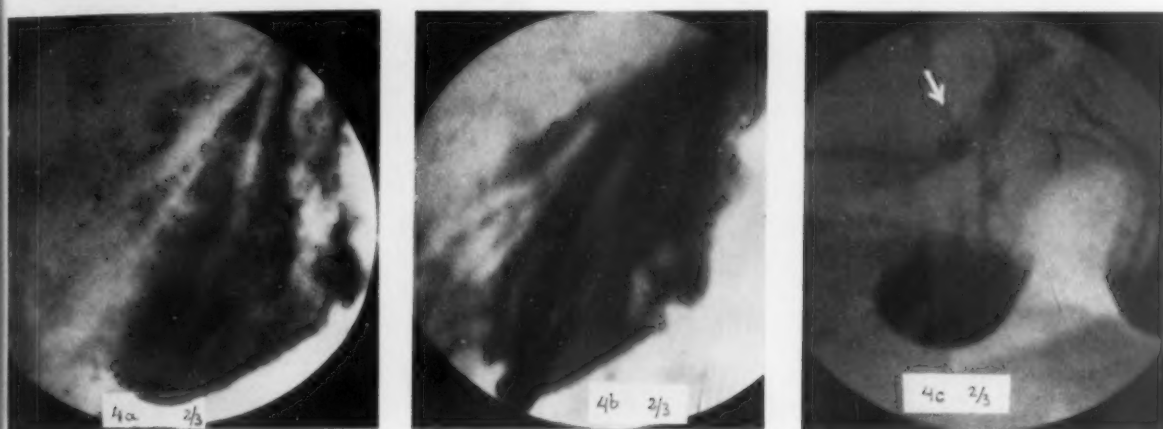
(Fall 4). 39-jähriger Mann. Klinische Diagnose Pylorusstenose. Gewichtsabnahme 15 Pfund, Erbrechen nach dem Essen. Röntgenuntersuchung: viel Sekret, 6 Stundenrest.
